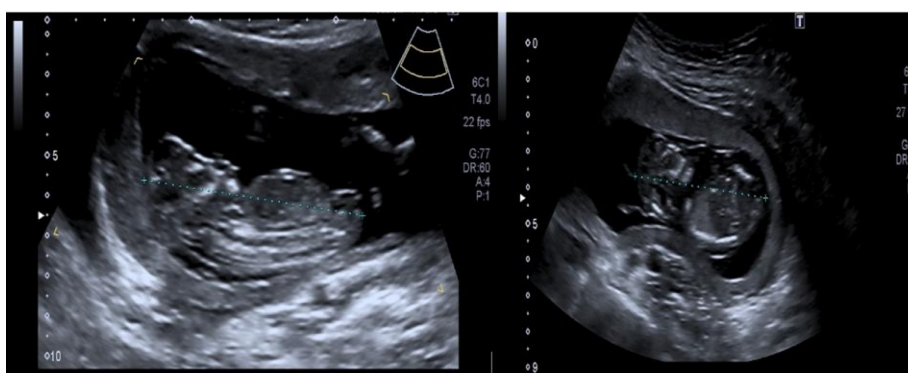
USG fetală la 12 săptămâni: diagnostic sugestiv de anencefalie.
